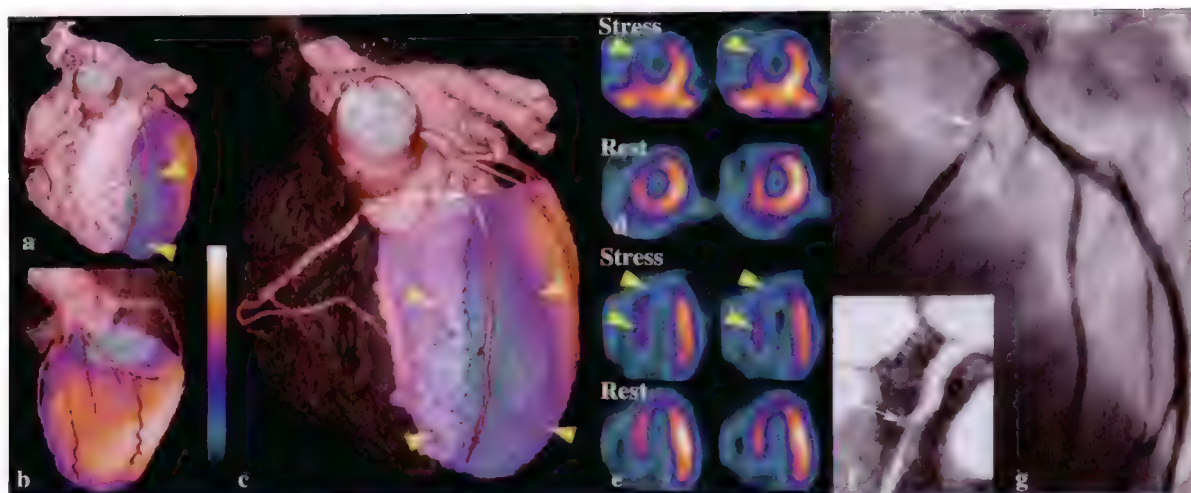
CT 冠状动脉成像与 MPI 的三维(3D)融合图像
